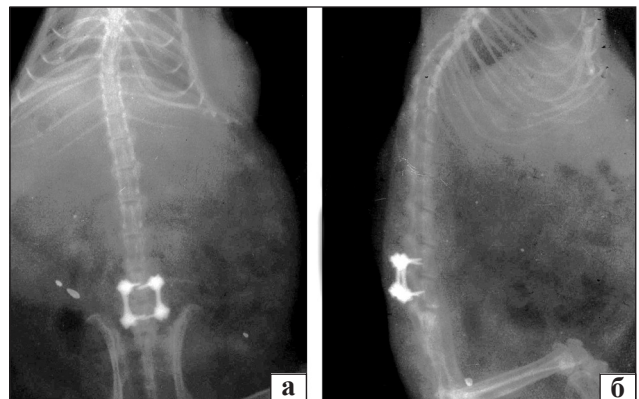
Рентгенограми поперекового відділу хребта щурів через 3 міс. після хірургічного втручання: пряма (а) та бокова (б) проекції
